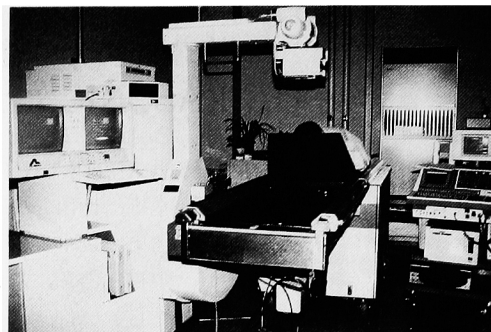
Major component of THERASONIC system: X-ray monitor cart (left), treatment table (center) and control console incorporated in SPA 1,000 ultrasound system (right)
